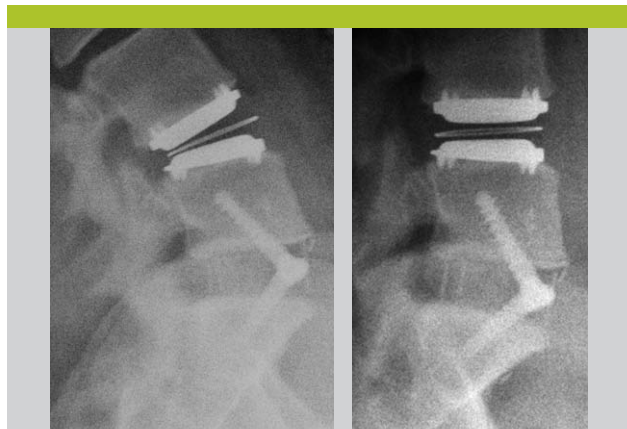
Radiographies de la colonne lombaire de profil en flexion/extension démontrant une bonne mobilité de la prothèse lombaire en L4-L5
